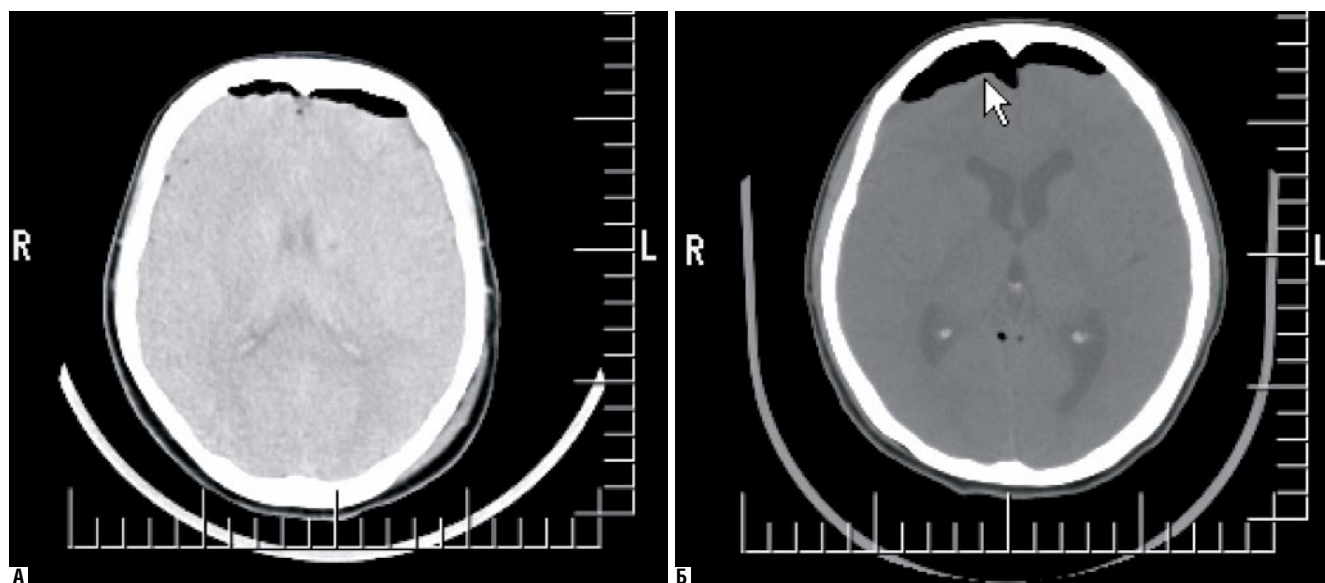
Клинические примеры пациентов с умеренным объемом воздуха в краниальной полости в послеоперационном периоде. А – пациент У, операции по поводу удаления большой менингомы задней поверхности пирамиды височной кости слева, КТ головного мозга выполнено на 2-е сутки после операции. Б – пациент Z, операции по поводу удаления большой невриномы слухового нерва справа, КТ головного мозга выполнено на 4-е сутки после операции
